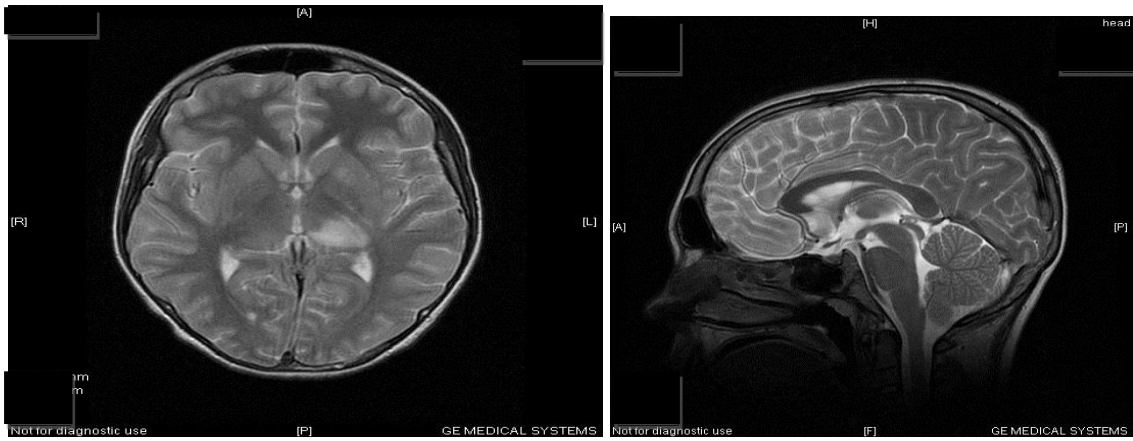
МРТ головного мозга пациента Г., 15 лет через 1 месяц от начала заболевания. FLAIR-ИП
